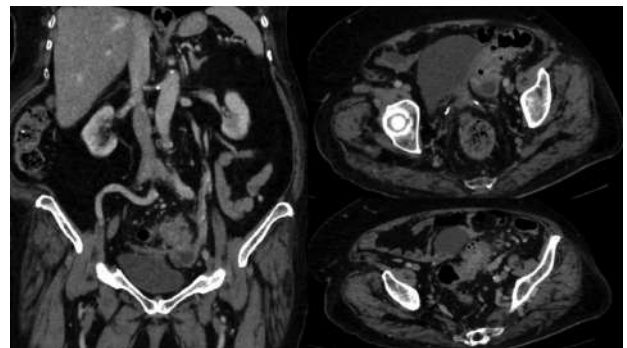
Tomografía contrastada de abdomen sin uso de contraste oral. Muestra una enfermedad diverticular del sigmoides con signos de diverticulitis y colección pélvica adyacente. Fuente: tomada de la historia del paciente con su autorización
